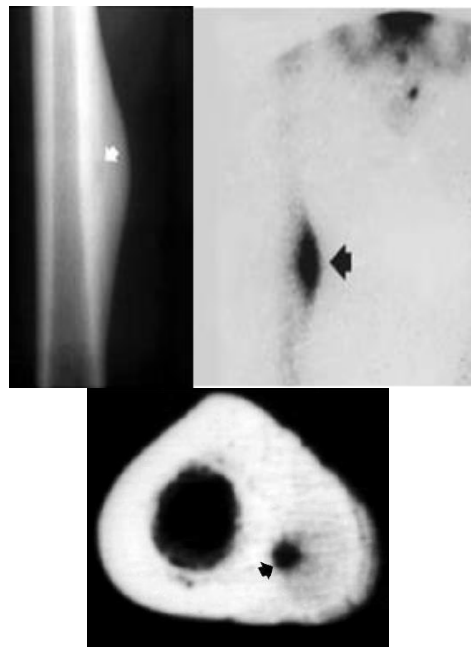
Остеїдна остеома. Рентгенограма стегнової кістки в прямій проекції, ОСГ і КТ в аксіальній площині. До диференціальної діагностики – на рентгенограмі зміни нагадують хронічний склерозуючий остеомієліт Гарре, однак на ОСГ визначається ексцентричне накопичення РФП ( $^{99m}\text{Tc}$ ), що на КТ відповідає інтракортикальному розташуванню "нідуса" – стрілка (за Haller J.O., Slovis T.L.).
